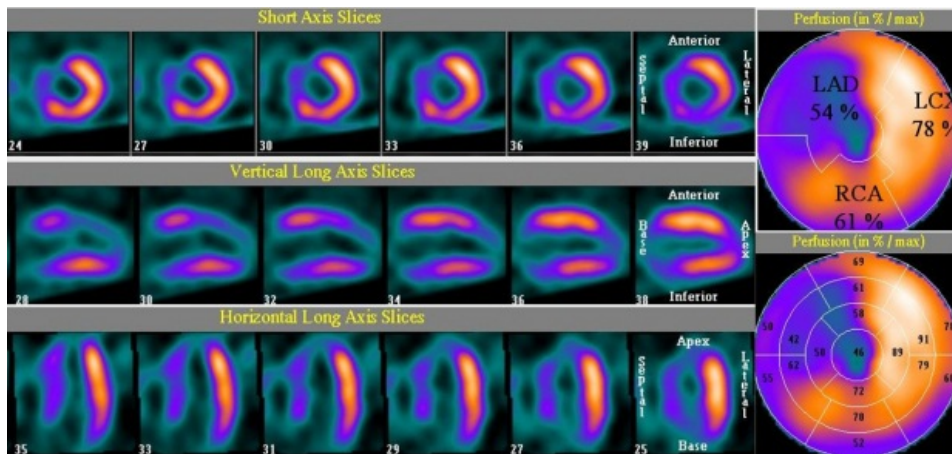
Imágenes de SPECT obtenido tras inyección de ^{99m}Tc -MIBI intradolor. A la derecha se presentan los mapas polares sobre modelos de territorios vasculares (arriba) y de 17 segmentos miocárdicos (abajo).
